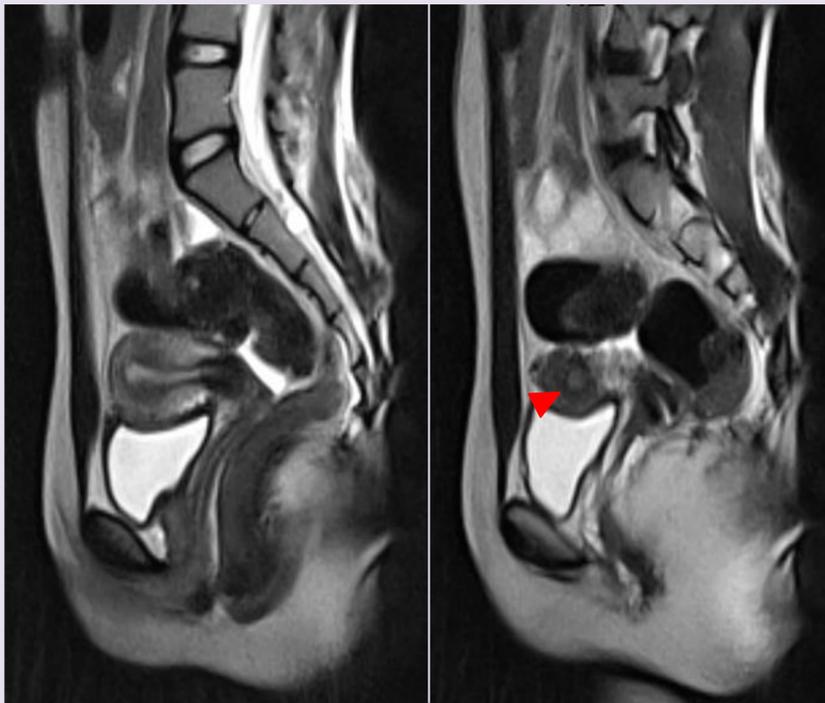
Resonancia magnética en secuencia T2 en corte sagital a nivel de hueso pélvico. Se aprecia imagen heterogénea e hipointensa (punta de flecha) a nivel de cuerno uterino izquierdo.
